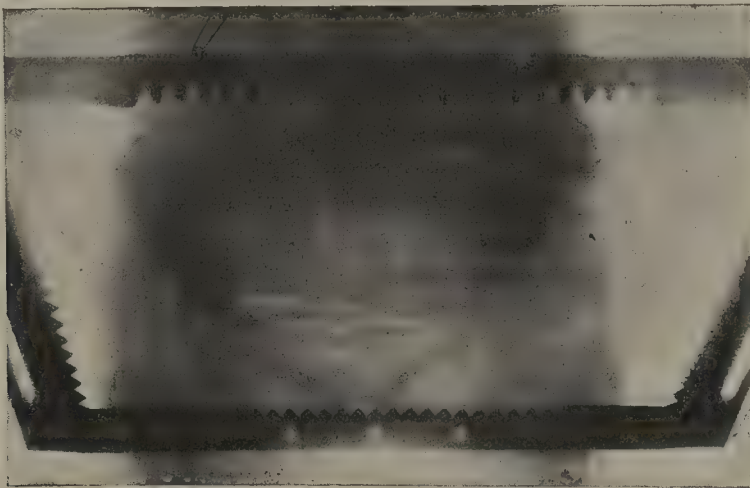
Radiographie sur le vivant en position *sur le ventre*; l'image est droite.
